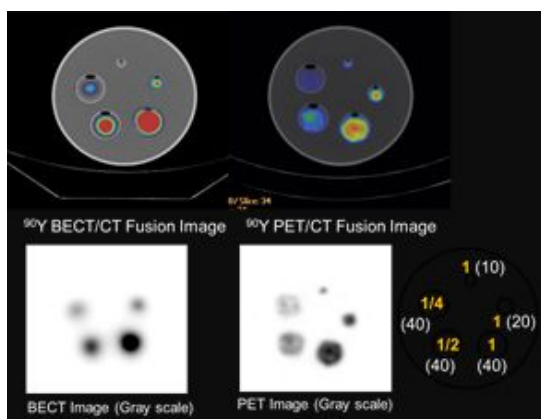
^{90}Y -BECT および ^{90}Y -PET 画像の比較
